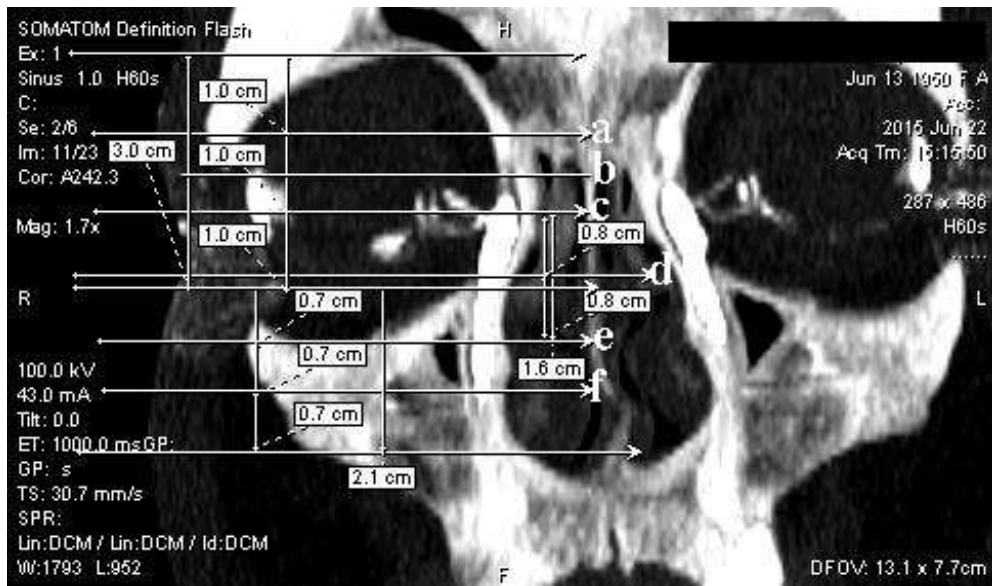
Топографические ориентиры СОП МСКТ (представлены данные исследования пациента с ДС на уровне устья НСП).
